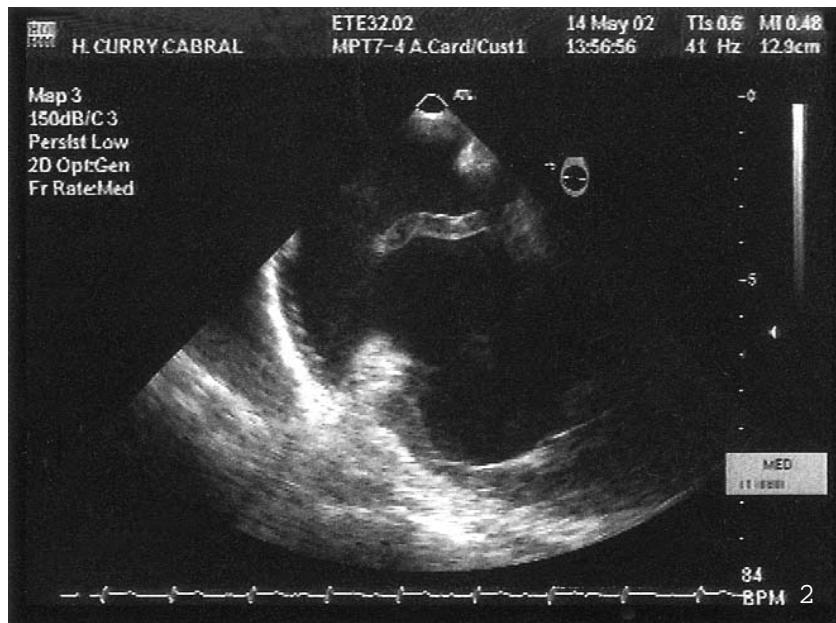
e 3 Ecocardiograma transesofágico a 0° em que se vê a massa tubular ao nível da aurécula direita, com movimento anárquico, linear na Fig. 2 e como que enrolada sobre si própria, em novelo, na Fig. 3.
